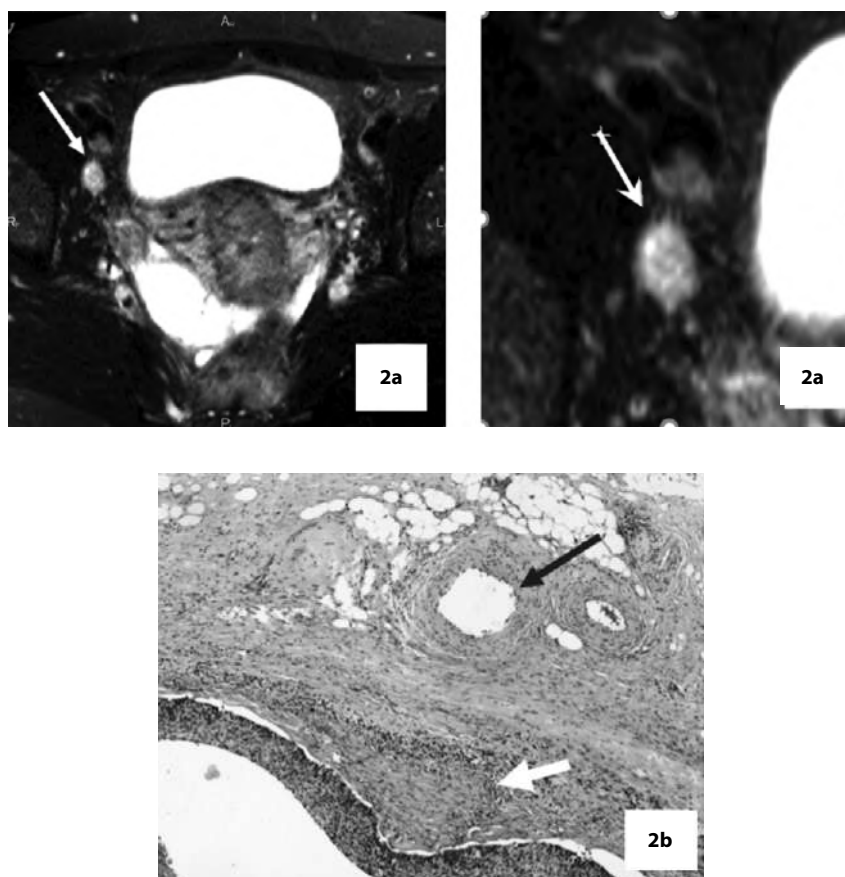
а – МРТ области таза пациентки: T2-VI с подавлением сигнала от жировой ткани, аксиальная плоскость сканирования. Тазовый ЛУ с метастатическим поражением (по данным морфологического исследования): наличие жидкостного содержимого в области синусов ЛУ, отсутствие сигнала от жировых ворот ЛУ и наличие шиповатого контура от расширенных афферентных сосудов ЛУ; б – микрофото, метастазы плоскоклеточного РШМ в тазовом ЛУ (белая стрелка), расширенные афферентные сосуды (черная стрелка). Окраска гематоксилин-эозином, $\times 50$
